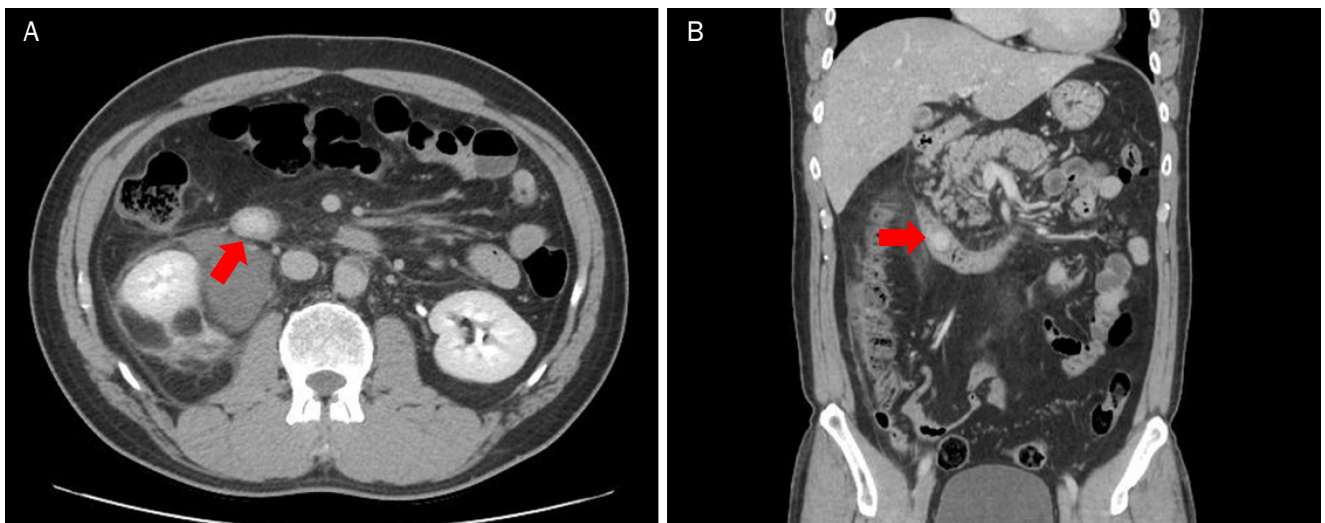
Abdominal computed tomography (CT) reveals a 1.7-cm-sized hypervascular solid mass in the second portion of the duodenum (red arrows). (A) CT transverse view. (B) CT coronal view.
